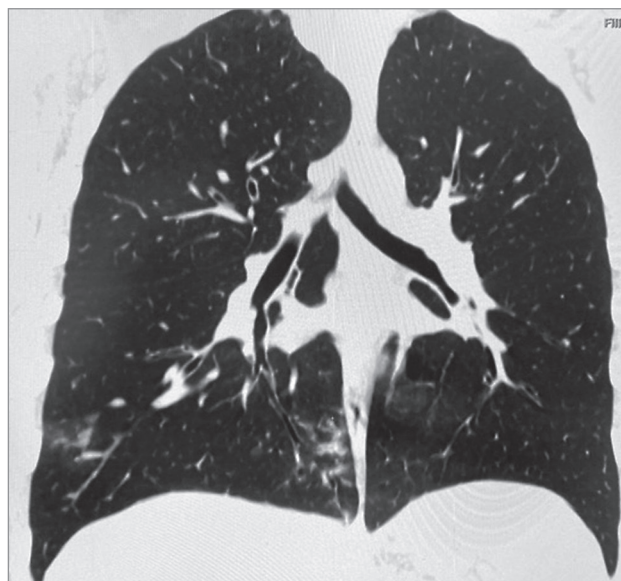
Компьютерная томография органов грудной клетки пациента с внебольничной пневмонией, вызванной *Chlamydia pneumoniae*
